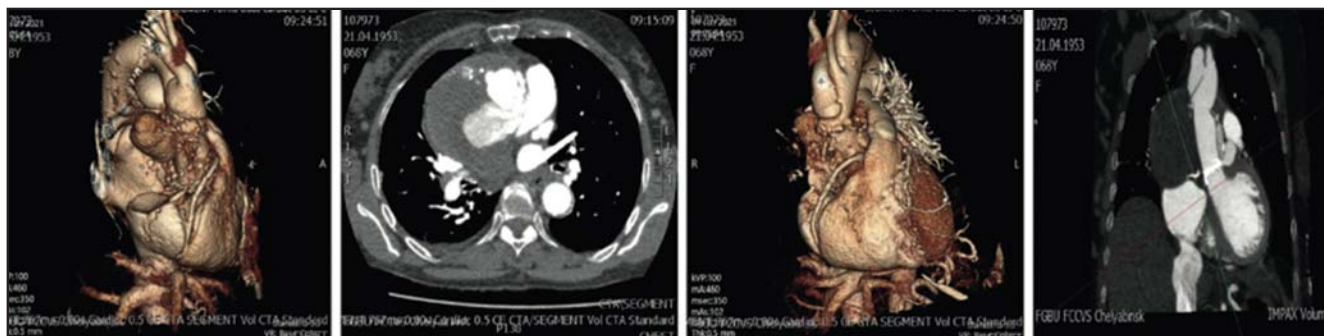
Предоперационный результат мультиспиральной компьютерной томографии.
